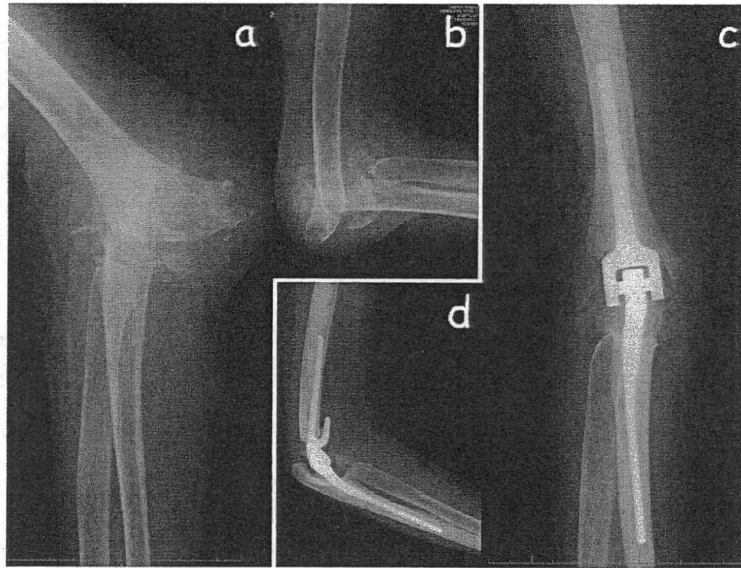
症例2. 78歳, 女性. 関節リウマチ性右肘関節炎単純X線
